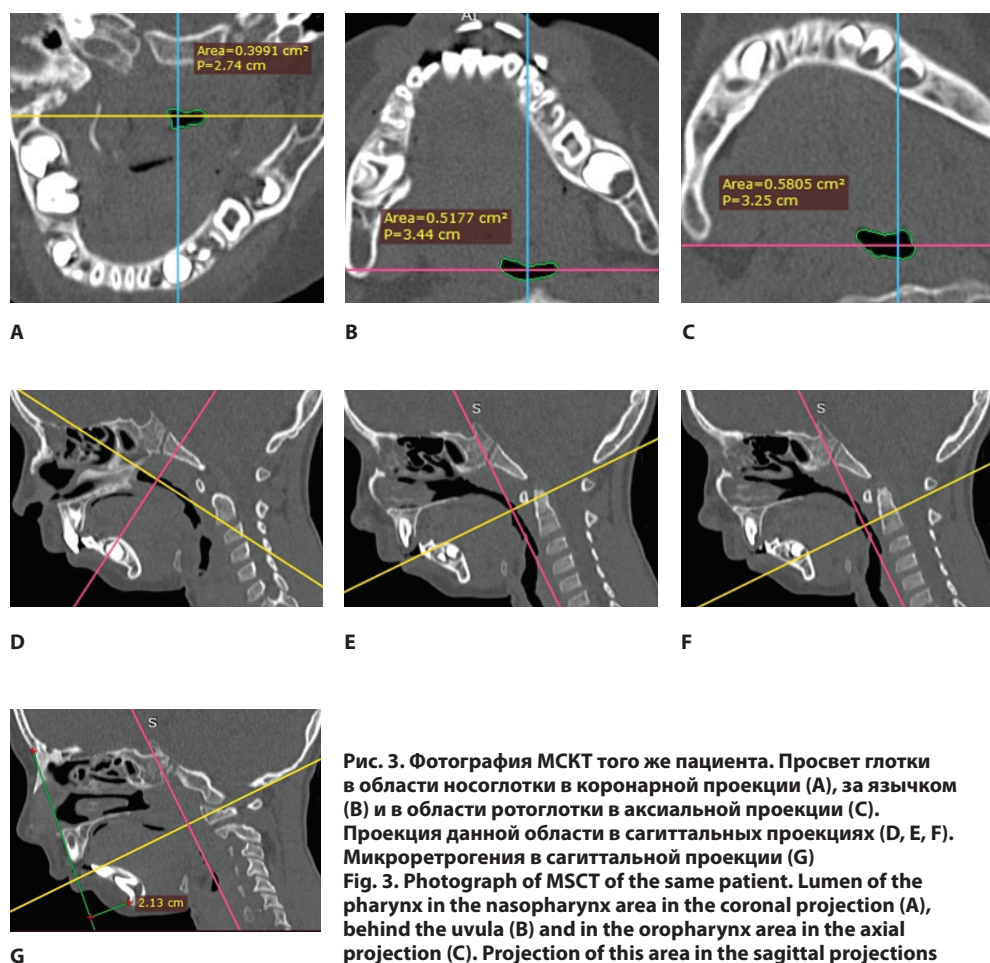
Фотография МСКТ того же пациента. Просвет глотки в области носоглотки в коронарной проекции (А), за язычком (В) и в области ротоглотки в аксиальной проекции (С). Проекция данной области в сагиттальных проекциях (D, E, F). Микроретрогения в сагиттальной проекции (G)
